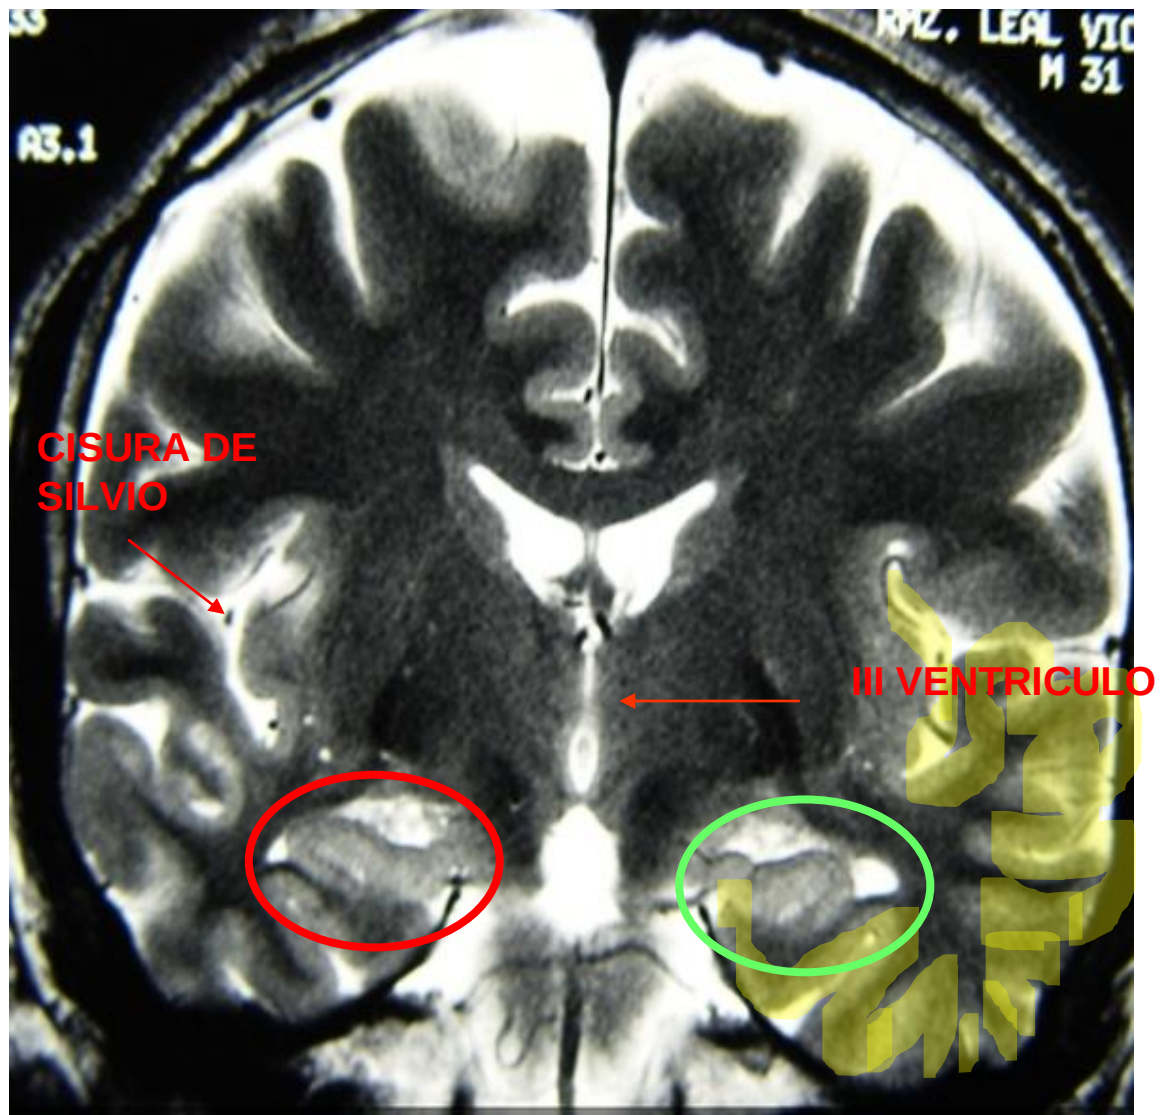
Corte coronal de una resonancia magnética nuclear que muestra la presencia de esclerosis hipocampal en un individuo con ERTRAFAR. La zona resaltada en amarillo representa el lóbulo temporal derecho. El círculo rojo señala la localización del hipocampo izquierdo anatómicamente normal, y el círculo verde señala la localización del hipocampo derecho, en el que se observan cambios estructurales indicativos de esclerosis.
